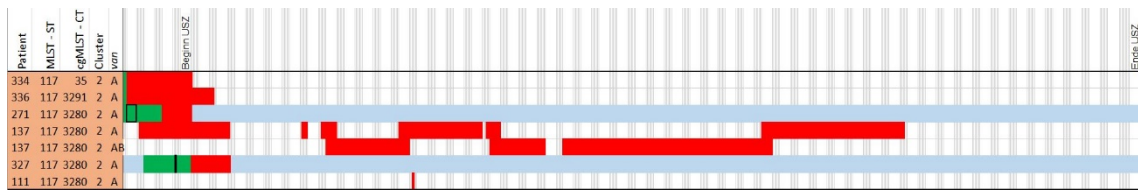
Ausschnitt der Linelist der Station 21 mit Nachweis des ST117, welche ein Cluster bildeten, jedoch aus drei verschiedenen CT bestehend. Anhand des WGS nachgewiesene Transmissionen sind blau eingefärbt (n = 2), wobei ein Nachweis außerhalb des Untersuchungszeitraums lag. Negative Screeningergebnisse sind schwarz umrandet.
